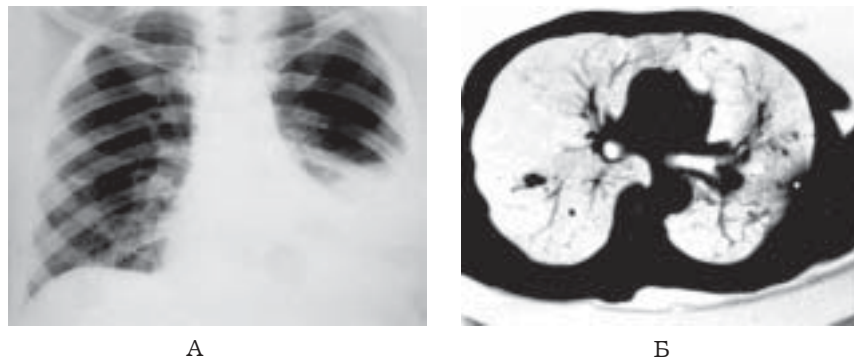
Лівобічна емпієма плеври. Оглядова рентгенограма, пряма проекція (А), фрагмент комп'ютерної томограми (Б).
